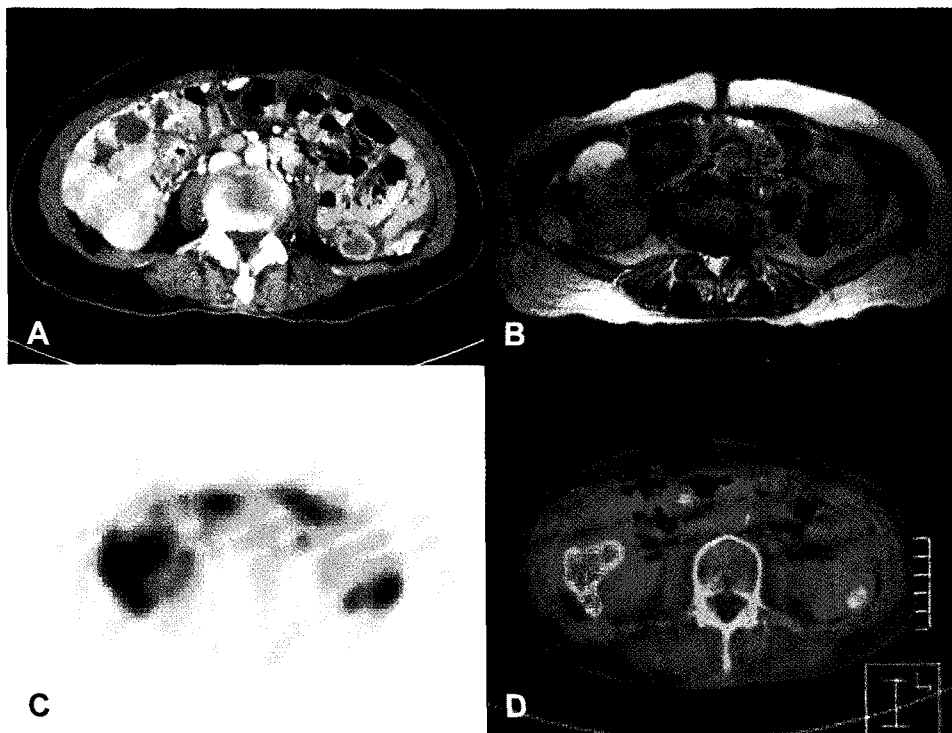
In 63 old years female, contrast enhanced axial CT scan (A) shows infiltrating soft tissue lesion on bilateral paracolic gutters with ascitic fluid. T2 weighted MR image also reveals similar finding (B). FDG PET shows strong focal FDG uptake in the soft tissue lesion (C) and exact location of these uptakes is more clearly defined on fused image (D).
